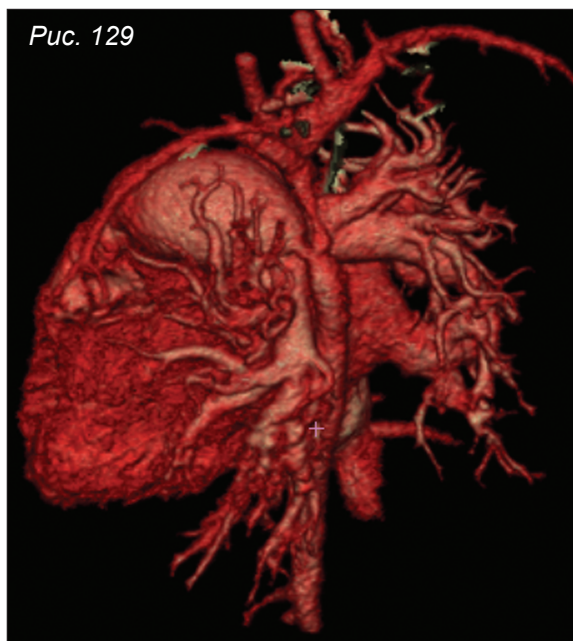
КТ-ангиография. Объемные реконструкции.
